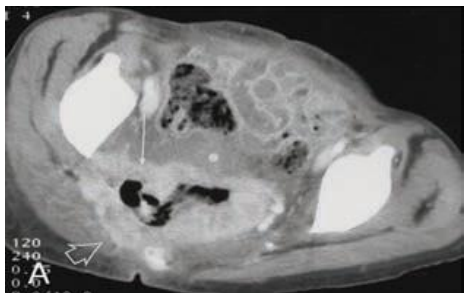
Massa jaringan lunak parametrium wanita 30 tahun dengan stadium klinis IIIB dan stadium radiologis kanker serviks IIB. Gambar CT spiral aksial diperoleh dengan bahan kontras intravena dan oral dan scan delayed 50 detik setelah injeksi. (A) Massa densitas rendah (panah hitam) terdapat di serviks, dan densitas parametrium meningkat bilateral. (B) Gambar diperoleh superior dari A menunjukkan massa densitas jaringan lunak (panah putih) di parametrium kiri. Pada operasi, tumor terdapat di parametrium bilateral. (Viviane N, et al, 2009)
